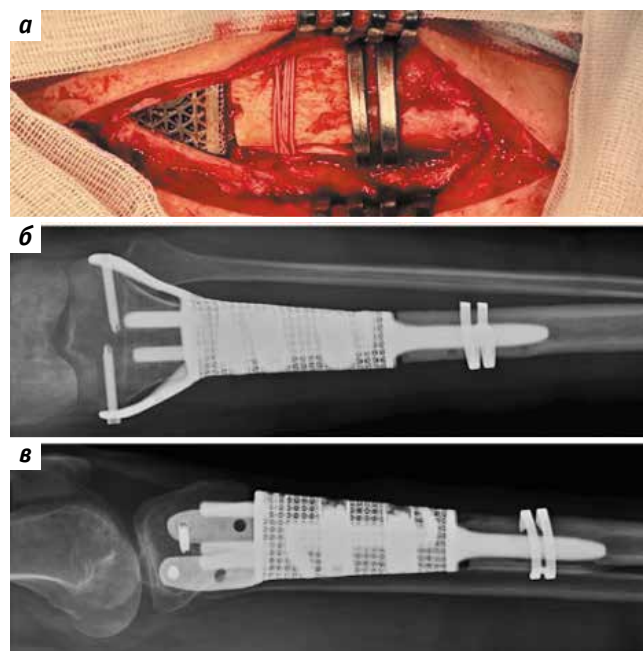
Операция (24 января 2023 г.): а – в области перелома наложена металлическая серкляжная скоба; б, в – рентгенография костей левого коленного сустава (прямая и боковая проекции) от 25.01.2023. Состояние после эндопротезирования диафиза левой большеберцовой кости от 08.09.2022, укрепления области перелома металлической скобой от 24.01.2023, формирование фиброзной мозоли
